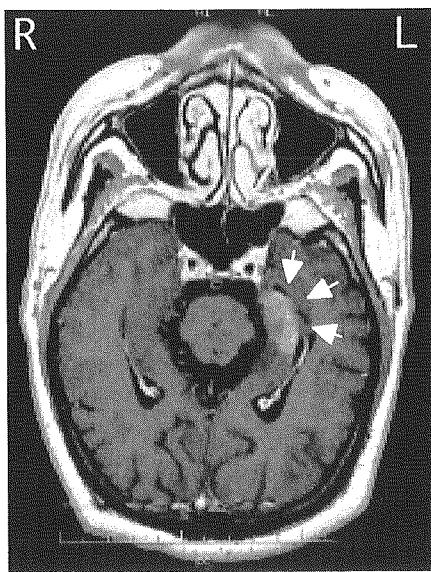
頭部MRI 海馬長軸平行像 (99.3.16撮影)
